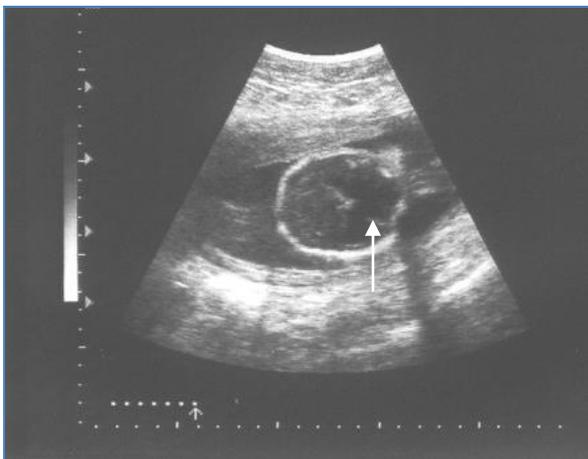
УЗИ головного мозга плода. Семилобарная форма голопрозэнцефалии у плода в 24 нед. Гестации. Аксиальная плоскость сканирования. Общий желудочек (стрелка), отсутствие срединных структур (полость прозрачной перегородки, межполушарная щель и серп мозга) и срединного М-эхо головы у плода.
